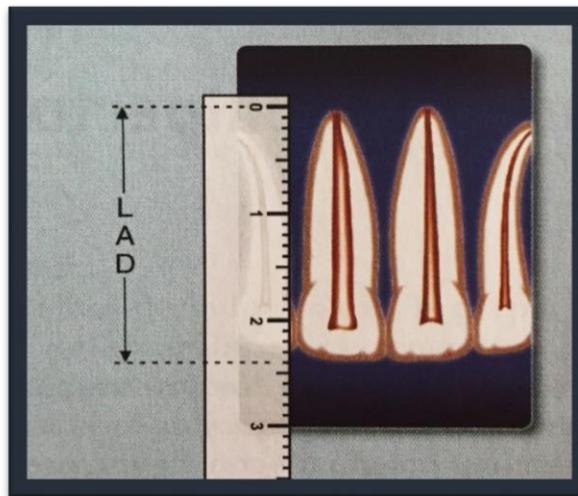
Medición de la longitud aparente (LAD) por medio de la regla milimetrada; que consiste en hacer la medición considerando la relación anatómica del diente al ápice y nuestro método auxiliar es la radiografía.
